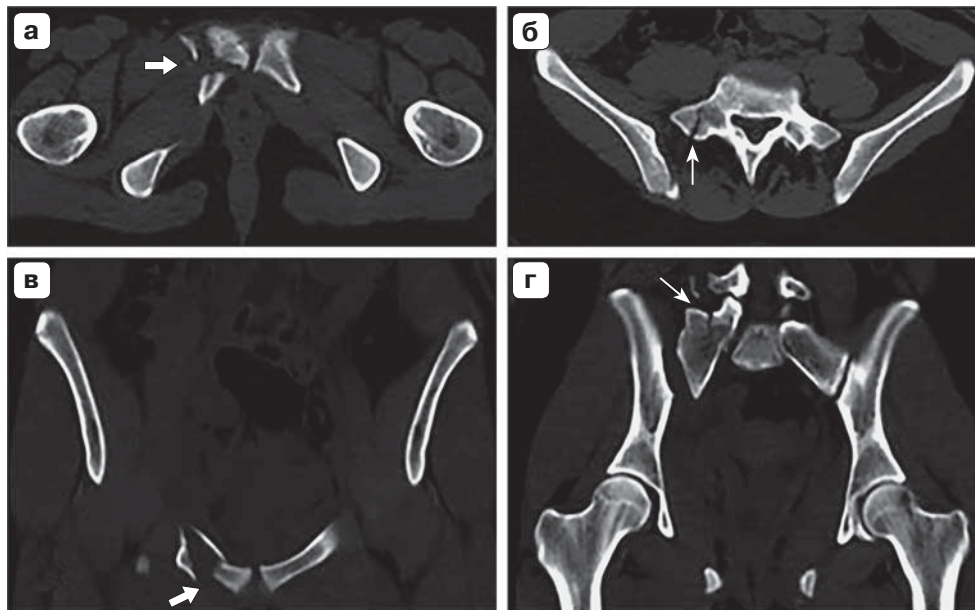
Травма при ДТП, пассажир. КТ таза, аксиальная проекция (а, б) и реконструированная корональная проекция (в, г). Оскольчатый перелом лобковой кости справа со смещением (стрелка), правосторонний перелом боковых масс крестца верхней и задней ости подвздошной кости справа со смещением (тонкая стрелка), разрыв крестцово-подвздошного сочленения.
